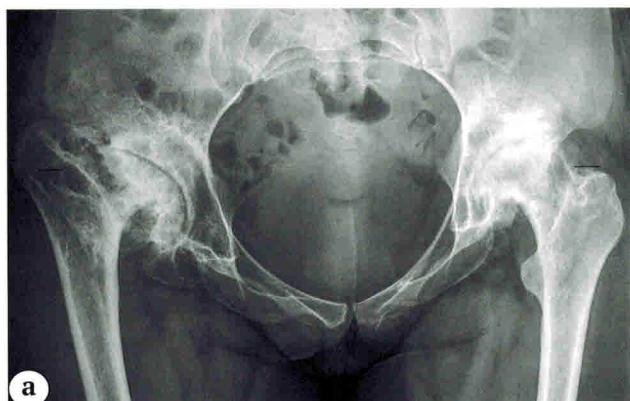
Рентгенограммы пациентки 36 лет:
